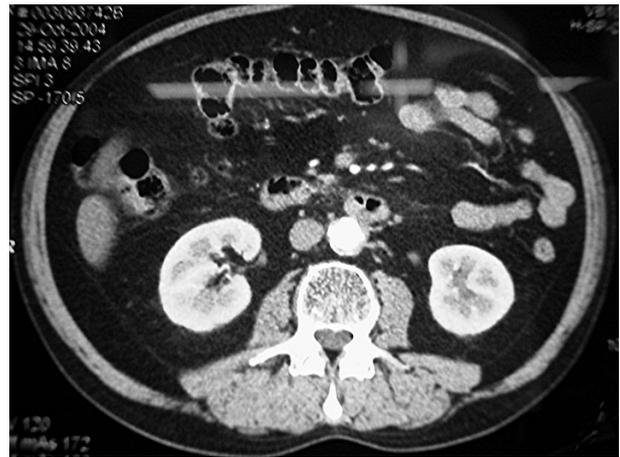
Contrôle du CT-scanner après 6 mois d'évolution sous traitement cortisonique. Le processus fibromateux rétropéritonéal a régressé de manière significative tandis que l'hydronéphrose n'a pas récidivé.
